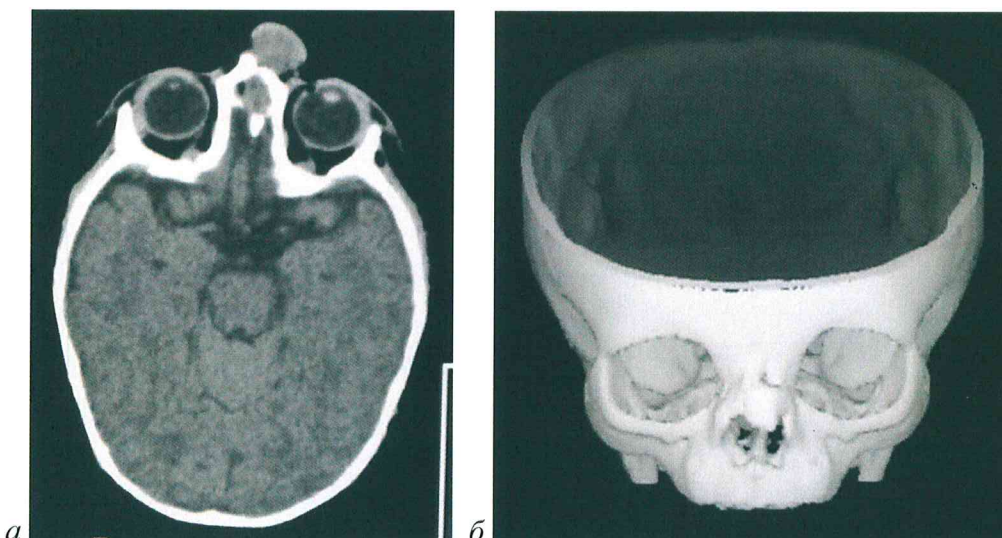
Компьютерные томограммы пациента А. с назо-этмоидальным типом фронто-этмоидального энцефалоцеле: а – аксиальная проекция, б – 3D реконструкция черепа.
